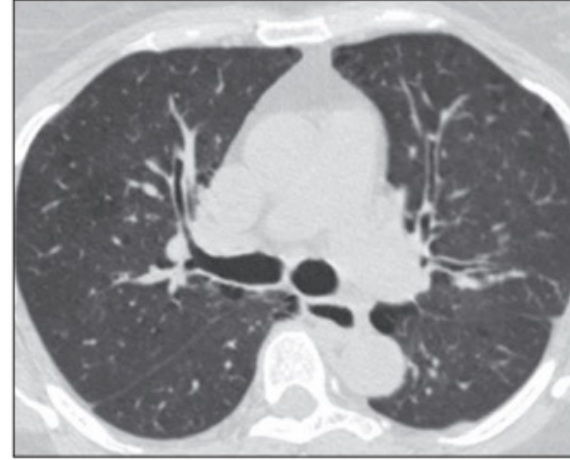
Bronchitis due to parainfluenza virus in 61-year-old woman who presented with new-onset dyspnea. Axial 5-mm-thick CT image shows diffuse thickening of bronchial walls; this finding is consistent with bronchitis.
